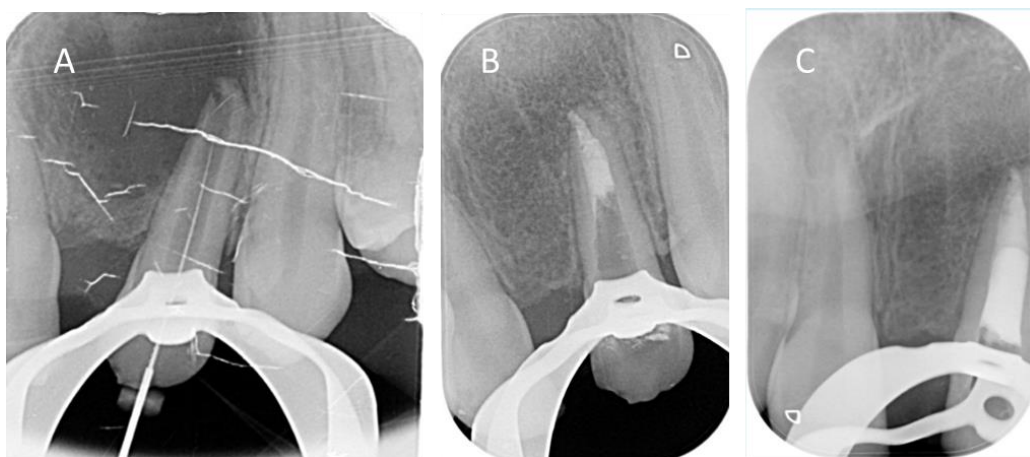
Radiographie rétro-alvéolaire lime en place centrée sur la dent n°22 (A) et radiographies montrant l'obturation finale de la dent n°22 (B et C)
